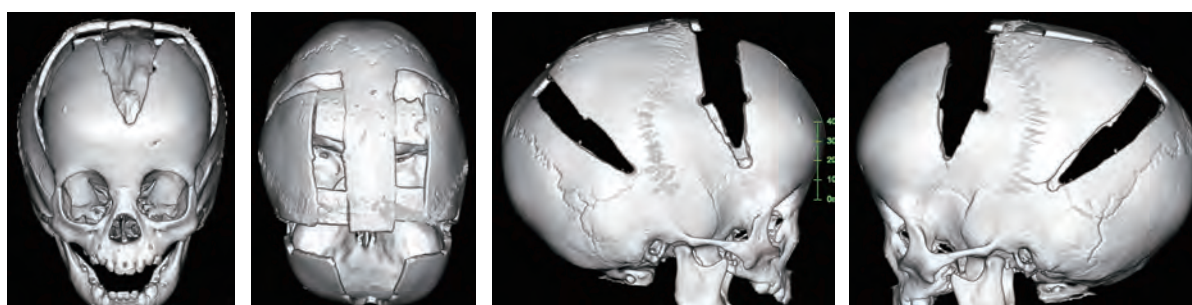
術後頭蓋骨3D-CT。十分な頭蓋冠拡張が確認できる。
